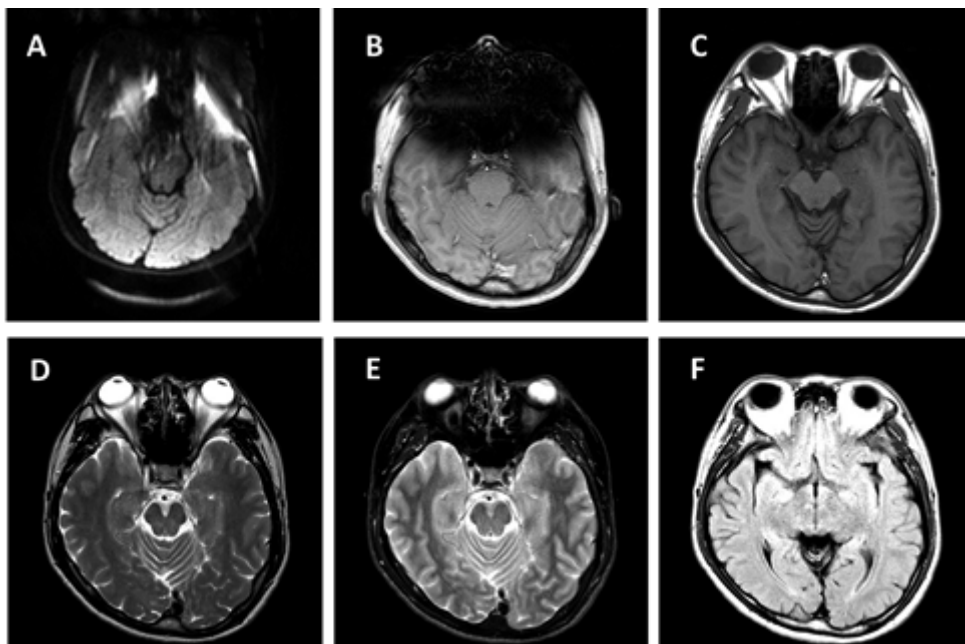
Brain MRI of Type 1
